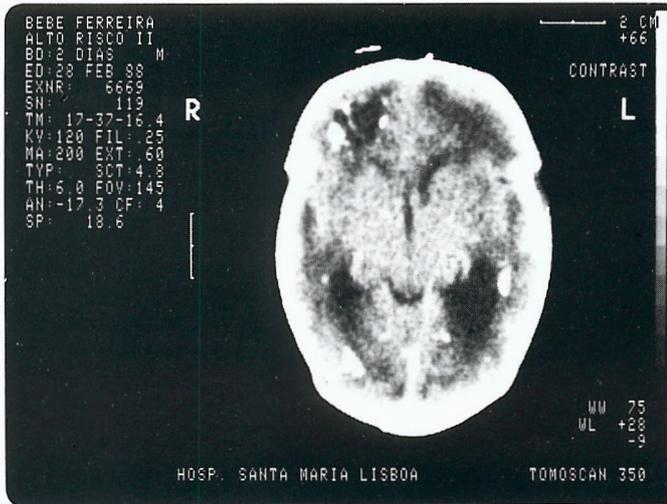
1.º caso – Toxoplasmose congénita. TAC sobreponível à ecografia transfontanelar.
